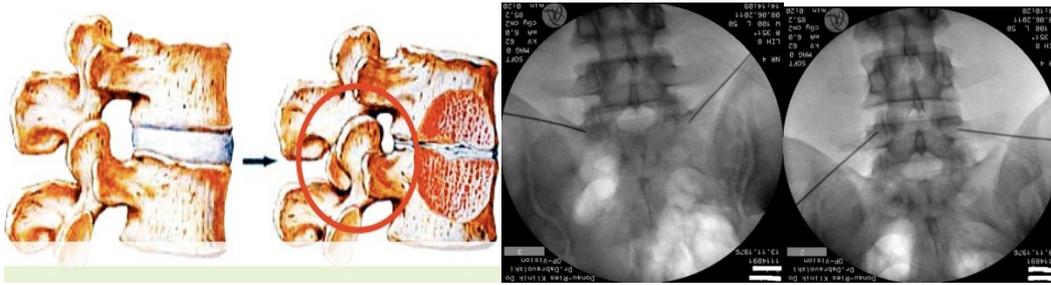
Facettengelenk-Arthrose (links) und Facettendenervierung L4-5 und L5-S1 (rechts: intraoperative Röntgen-Bilder)
